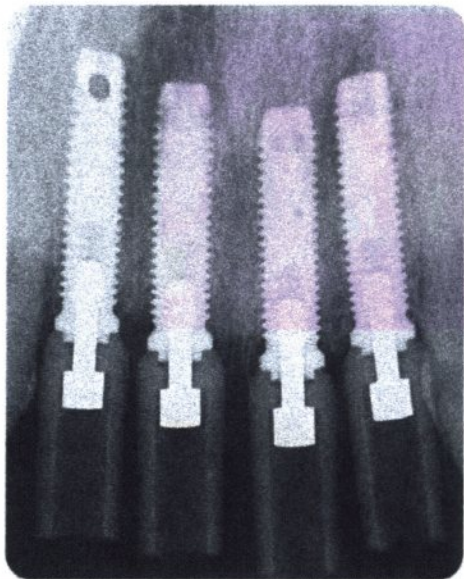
Röntgenbefund zum Zeitpunkt des Einsetzens der keramischen Abutments.
